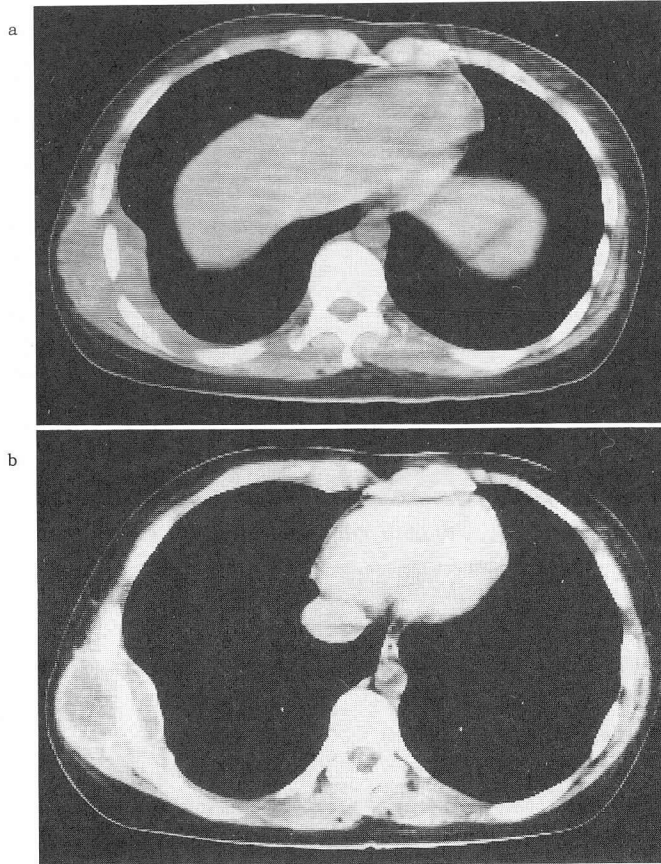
a : Chest CT (April 21, 1988) showed heterogeneous mass shadow in the right thorax.
